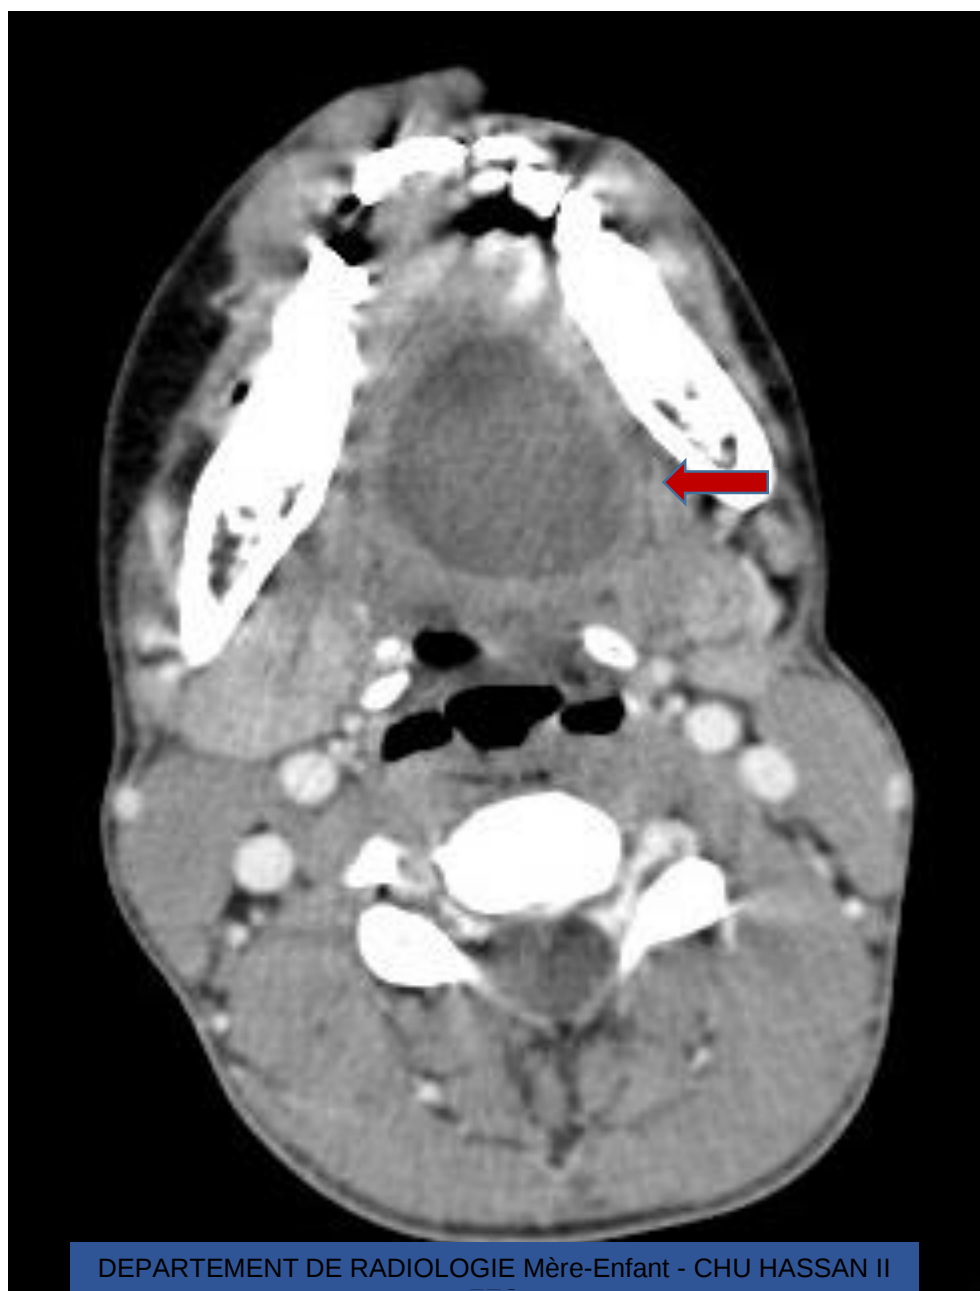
TDM cervicale en coupe axiale du patient sus-décrit après injection de produit de contraste ne montrant pas de modification de cette dernière.
